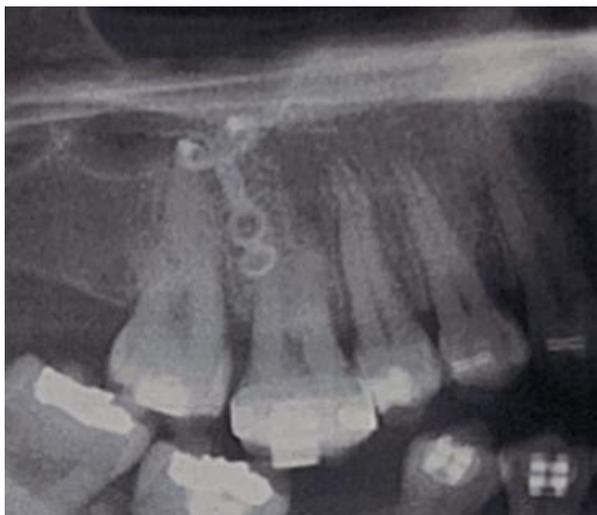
Radiografia Panorâmica pre-tratamento do paciente 1.
